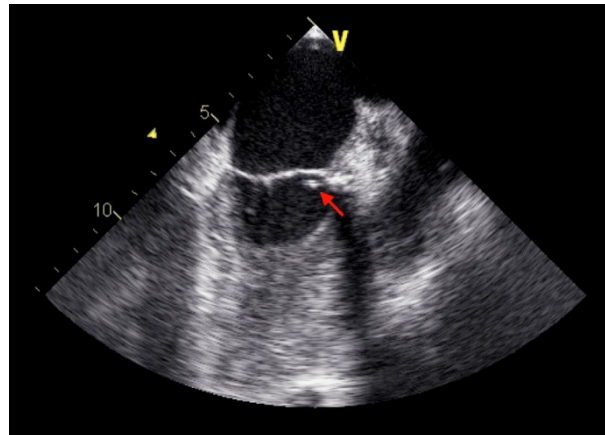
Vegetation an der Basis des anterioren Segels der Mitralklappe in der transösophagealen Echokardiographie (Carvalho, Trabulo et al. 2012).
